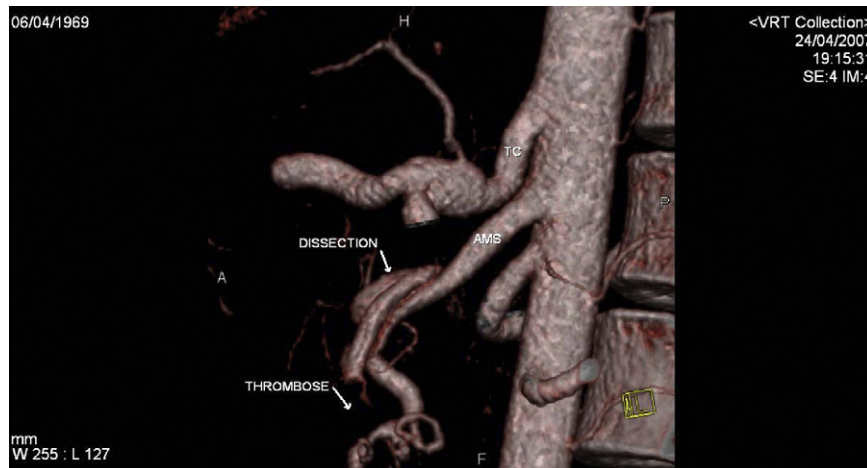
Image tridimensionnelle obtenue par reconstruction à partir de l'acquisition tomographique hélicoïdale, illustrant la dissection de l'artère mésentérique supérieure (AMS). TC : tronc cœliaque.
